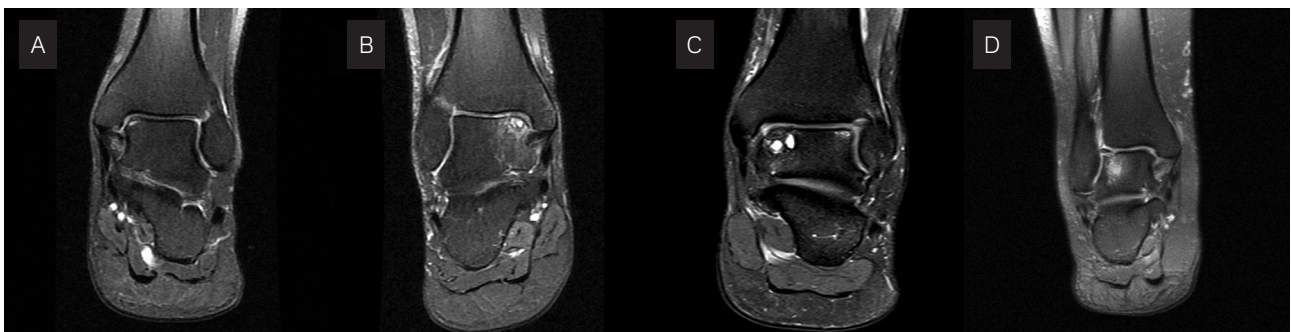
Ressonâncias magnéticas de diferentes pacientes, com sequência pesada em T2 com saturação de gordura. (A) Compressão trabecular subcondral, com edema ósseo (seta). (B) Cisto subcondral e edema ósseo adjacente (seta). (C) Fragmento destacado, não desviado com cisto sinovial e edema adjacentes no ombro medial do dômus talar (seta reta) e compressão trabecular subcondral, com edema ósseo no ombro lateral do dômus talar (seta curva). (D) Fragmento destacado e desviado (seta) com edema ósseo adjacente.
